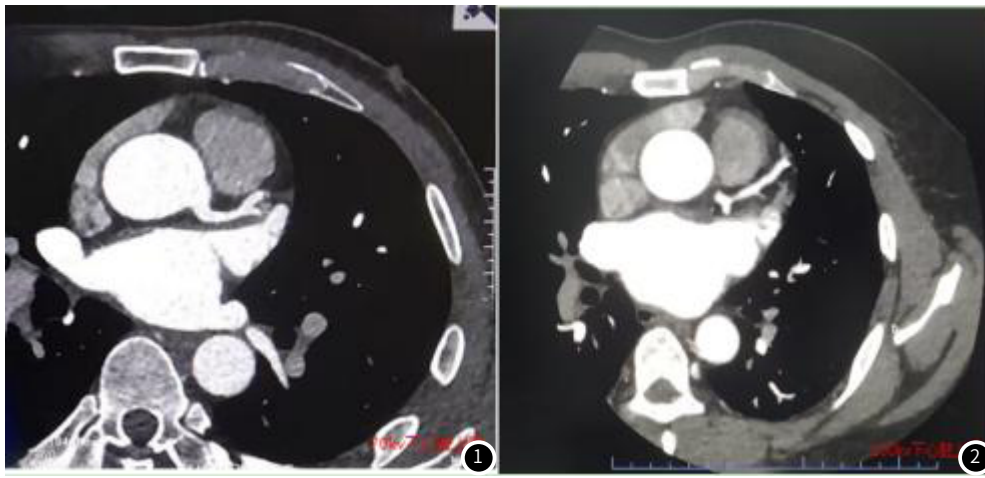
男, 48岁, 72KG, 心率68次/min常规电压CT对比剂造影图像显示左冠状动脉主干起始部显示清晰。
